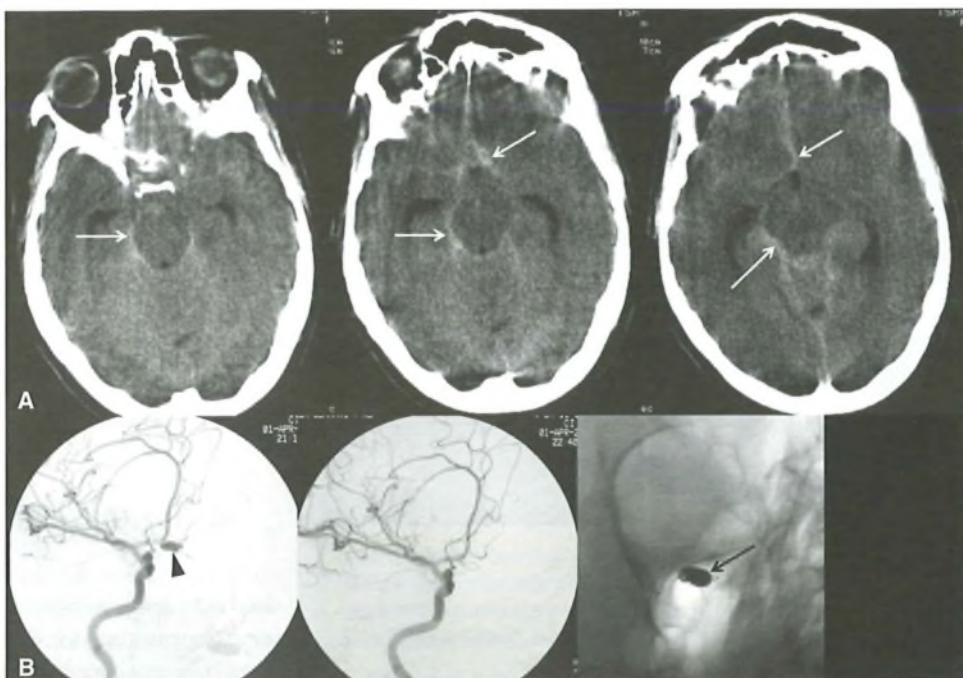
Emorragia sub-aracnoidea acuta da rottura di aneurisma di arteria comunicante anteriore in paziente con cefalea improvvisa, meningismo e coma. A) Scansioni assiali TAC consecutive dimostrano iperdensità diffusa nelle cisterne della base (frecce bianche), segno dell'emorragia subaracnoidea acuta. B) Il completamento con angiografia digitale dimostra la presenza di aneurisma dell'arteria comunicante anteriore (testa di freccia) e ne consente il trattamento neuroradiologico interventistico per via endovascolare tramite il rilascio di spirali o coils metalliche (freccia nera) che occupano l'aneurisma e lo escludono dal flusso arterioso.
